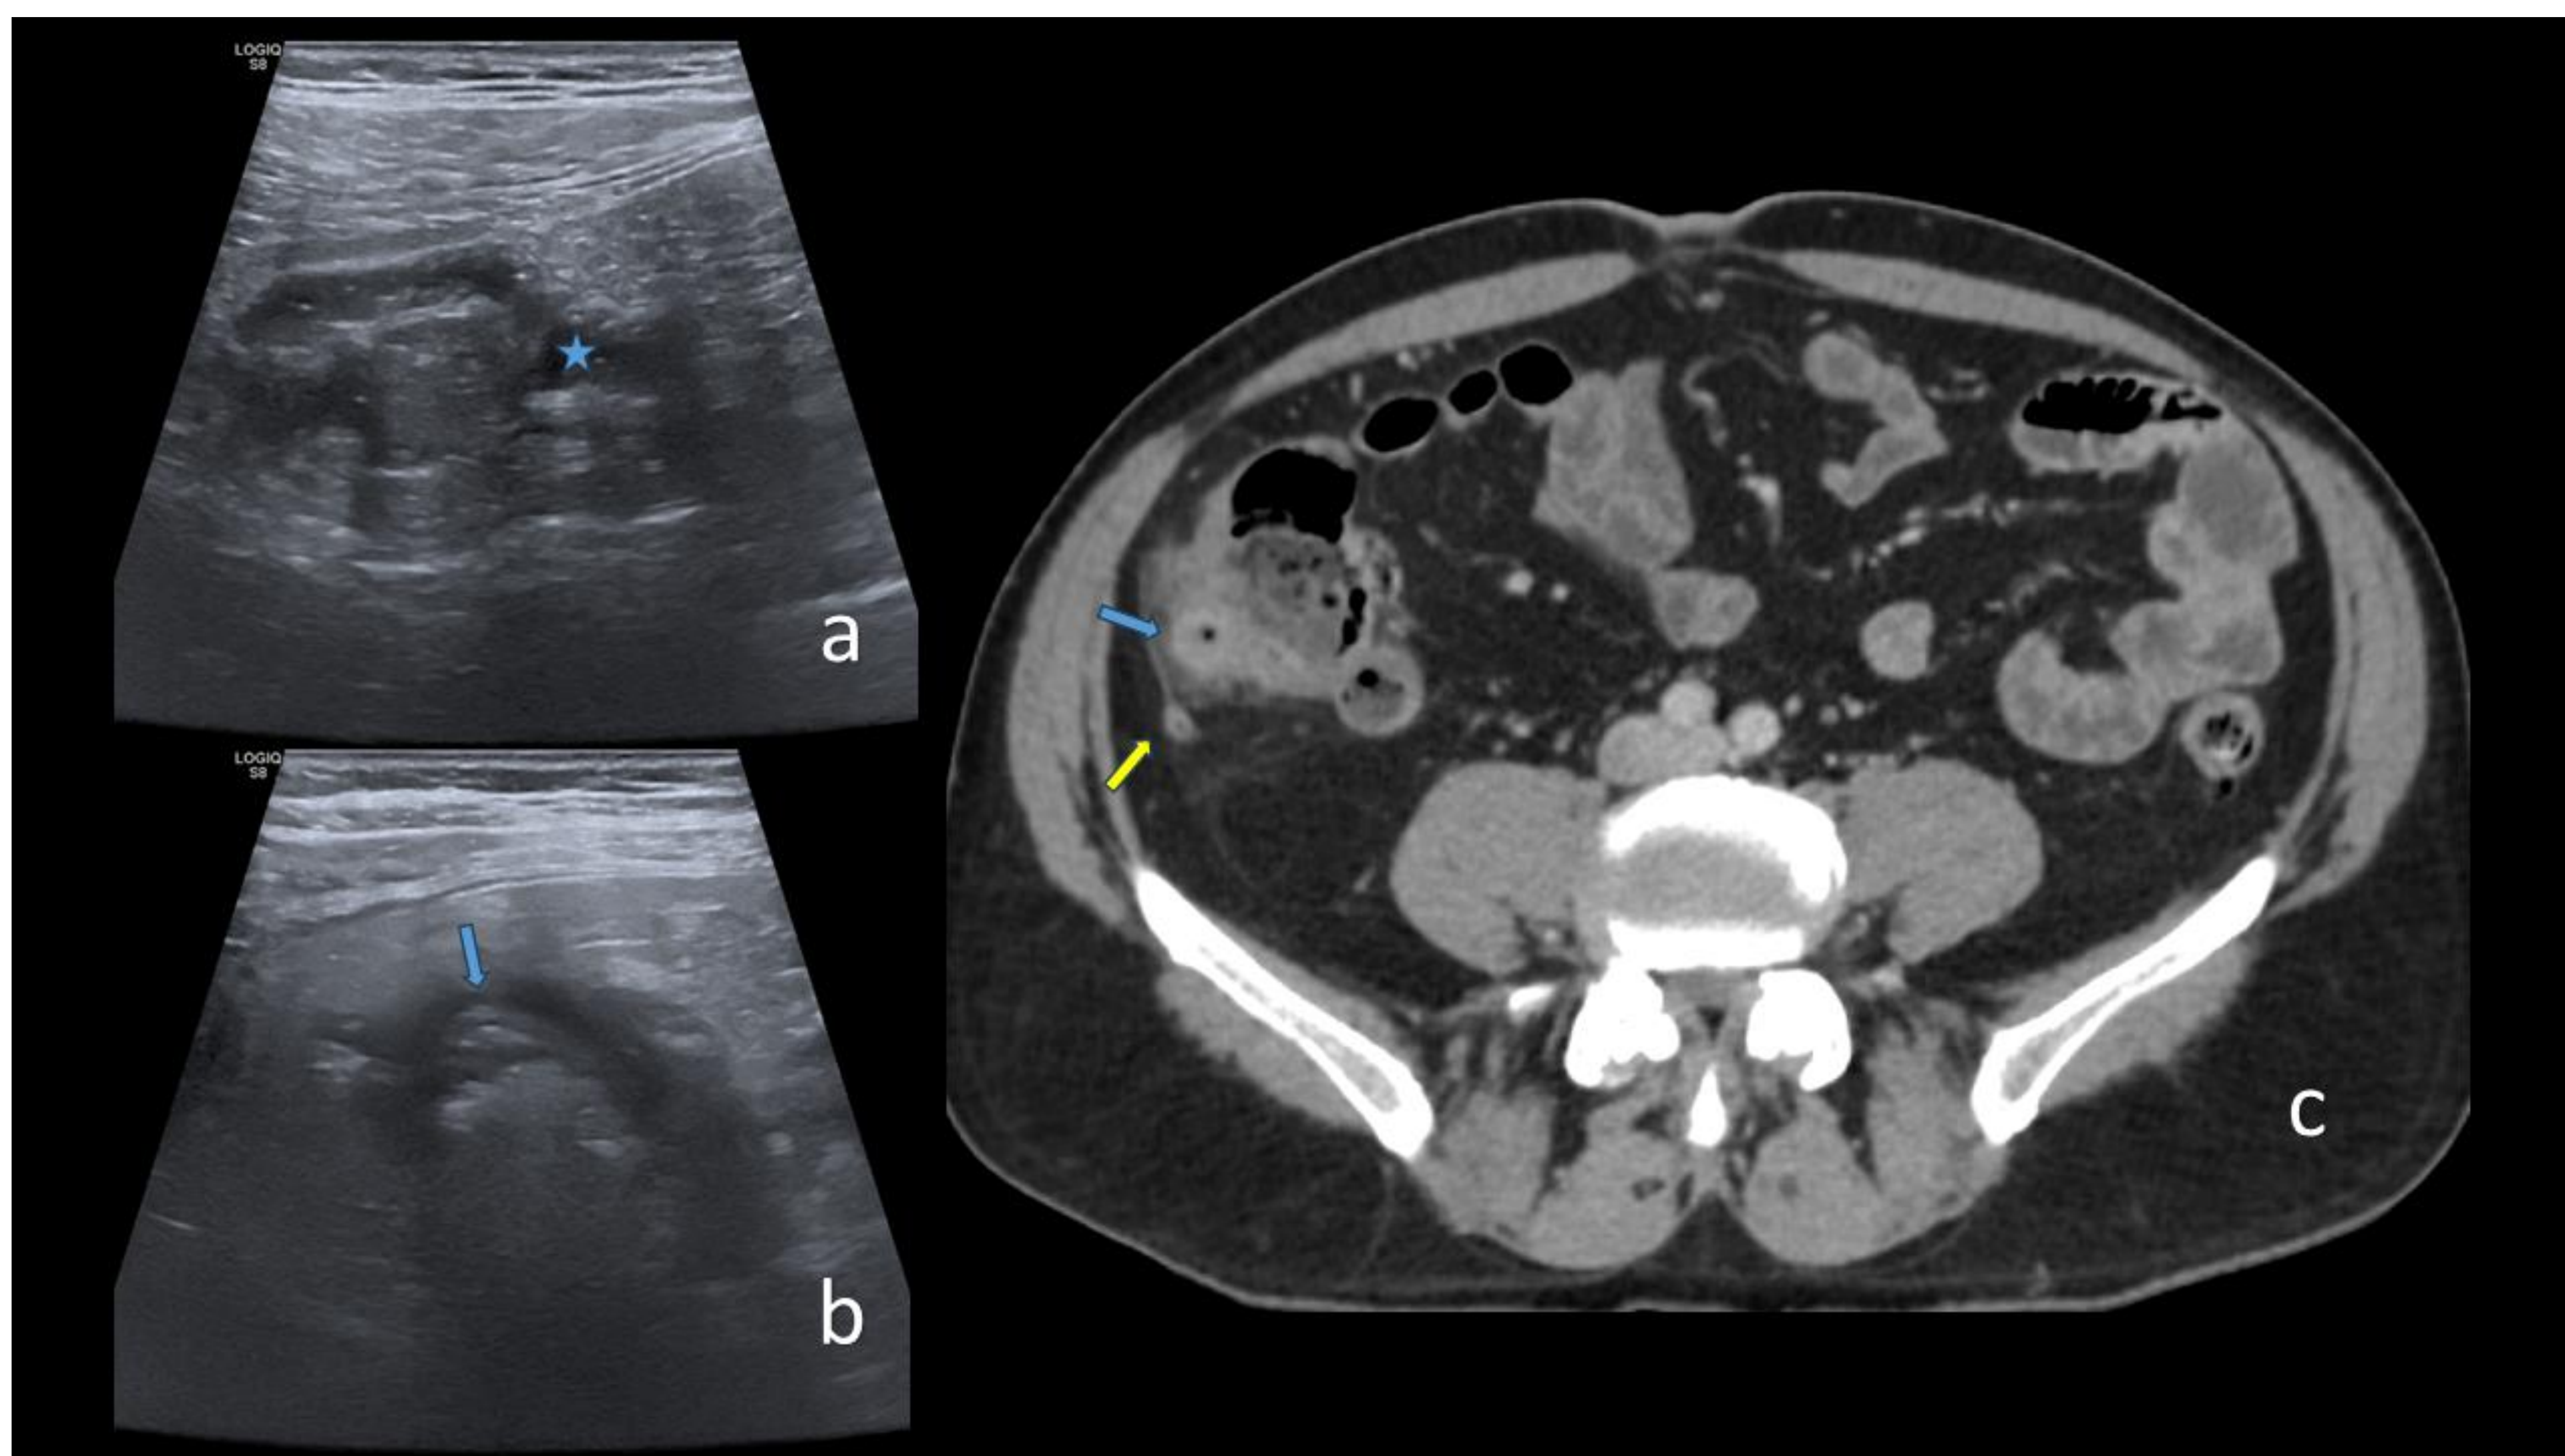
Paciente masculino de 39 años con sospecha de apendicitis aguda. En la ecografía (a) se observa engrosamiento del ciego y líquido peri cecal (asterisco), observando una imagen (b) redondeada con aire en su interior que es parte de la pared cecal compatible con divertículo (flechas azules), mejor valorado en TC (c). Diverticulitis de ciego no complicada. Nótese el apéndice cecal de calibre normal (flecha amarilla). *Servicio de Radiodiagnóstico, Hospital Universitario Príncipe de Asturias, Alcalá de Henares – Madrid, España, 2024.*
